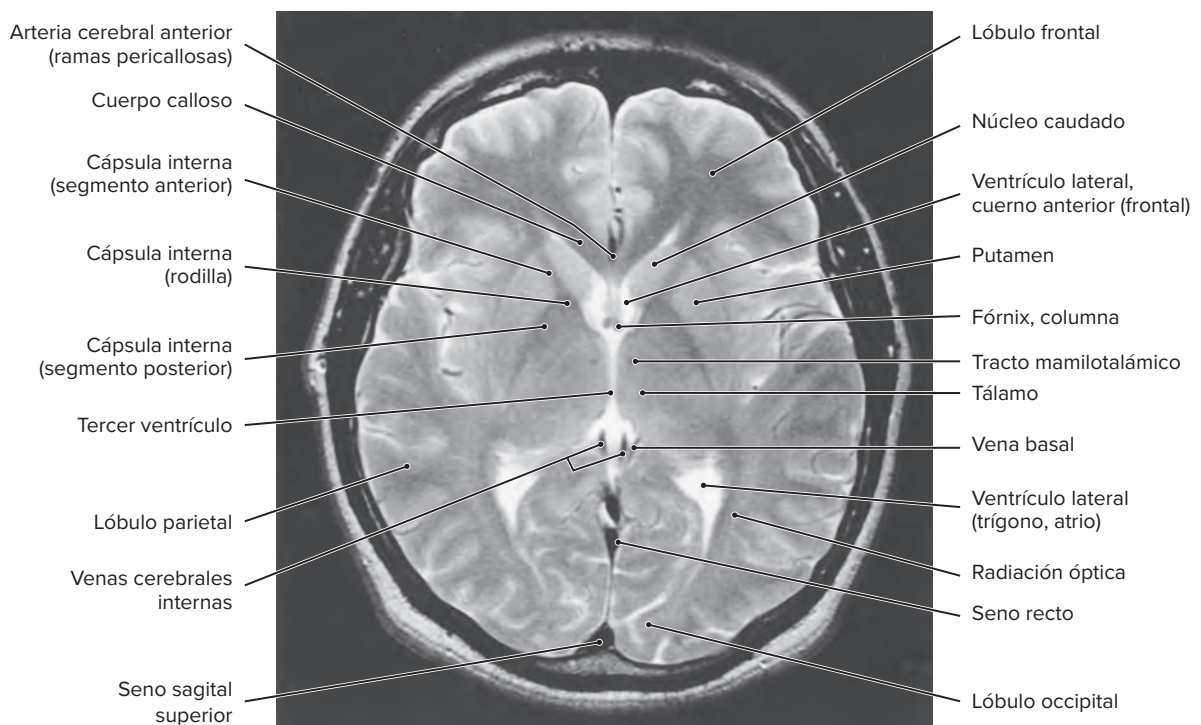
Imagen de resonancia magnética (RM) axial T2 ponderada a través del tálamo.
